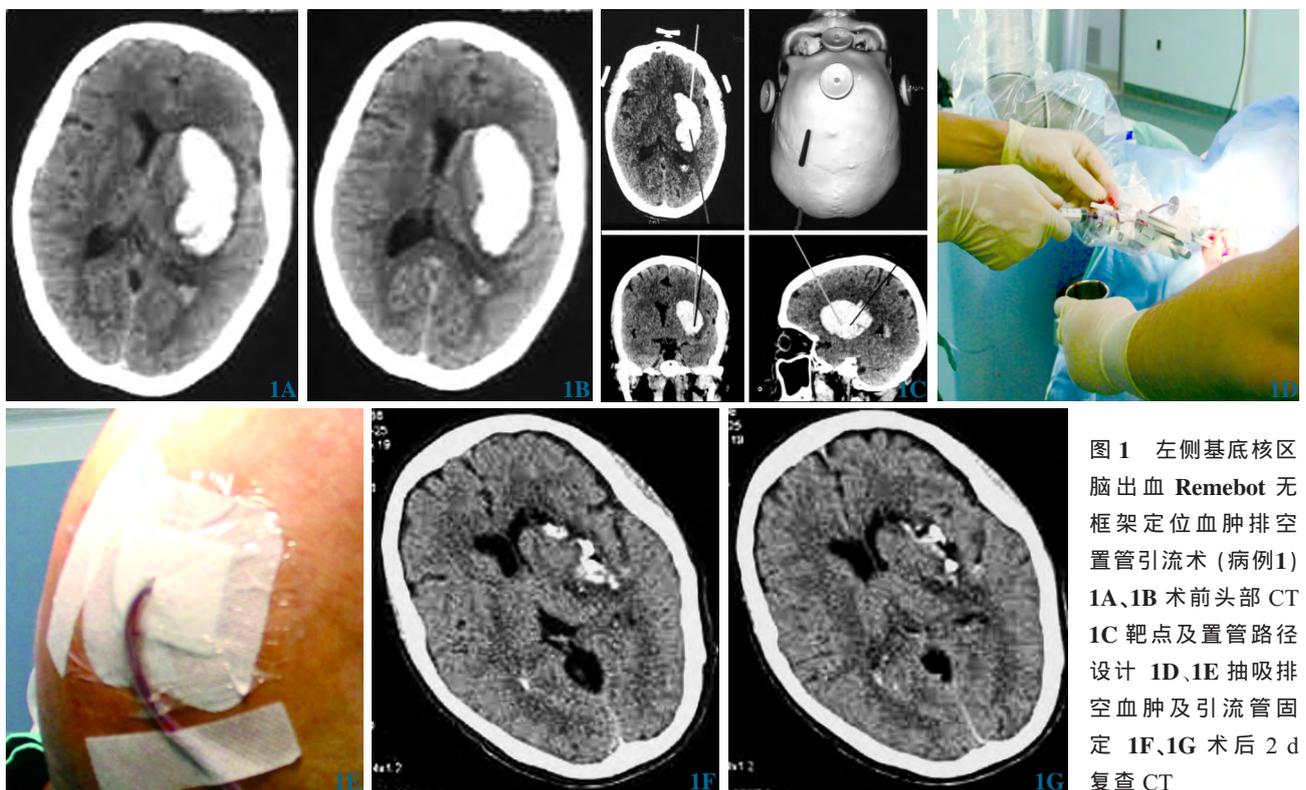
左侧基底核区脑出血 Remebot 无框架定位血肿排空置管引流术(病例 1) 1A、1B 术前头部 CT 1C 靶点及置管路径设计 1D、1E 抽吸排空血肿及引流管固定 1F、1G 术后 2 d 复查 CT
